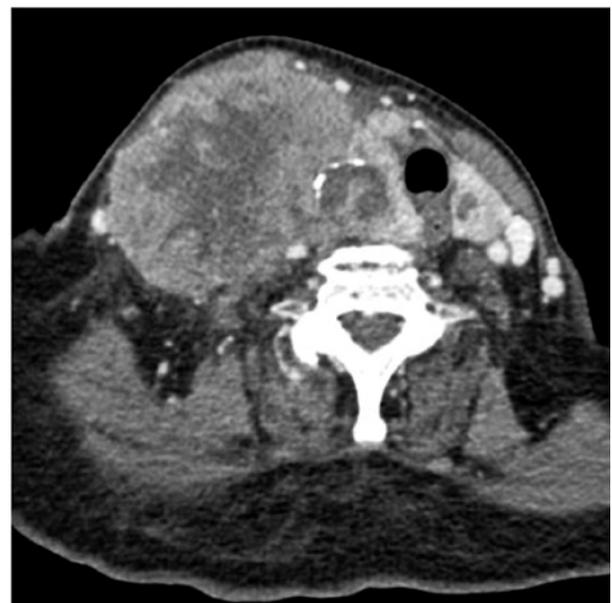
Tomografia computadorizada do pescoço. Volumoso tumor do lobo direito da tireoide, com desvio contralateral da traqueia.
